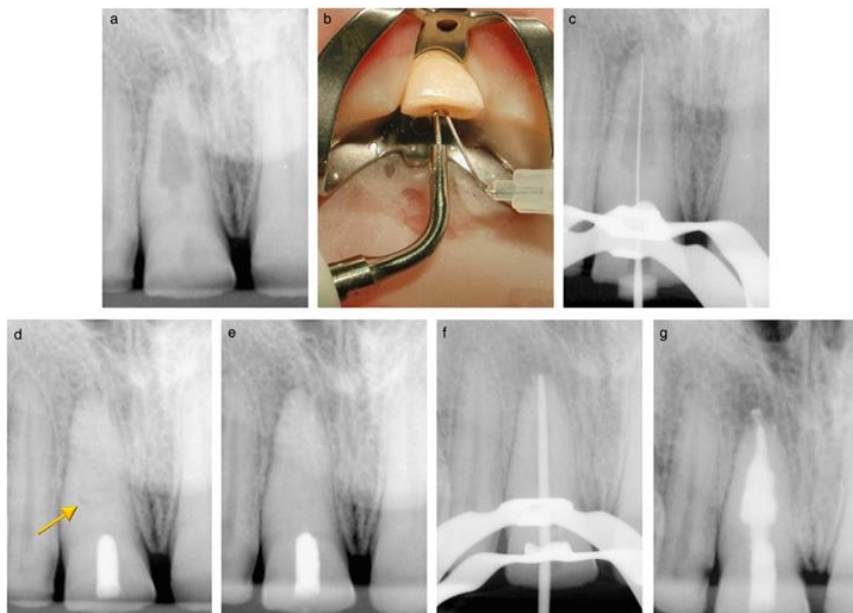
Tratamiento de una reabsorción radicular inflamatoria. Uso simultáneo de ultrasonido e irrigación con hipoclorito de sodio. (21)
